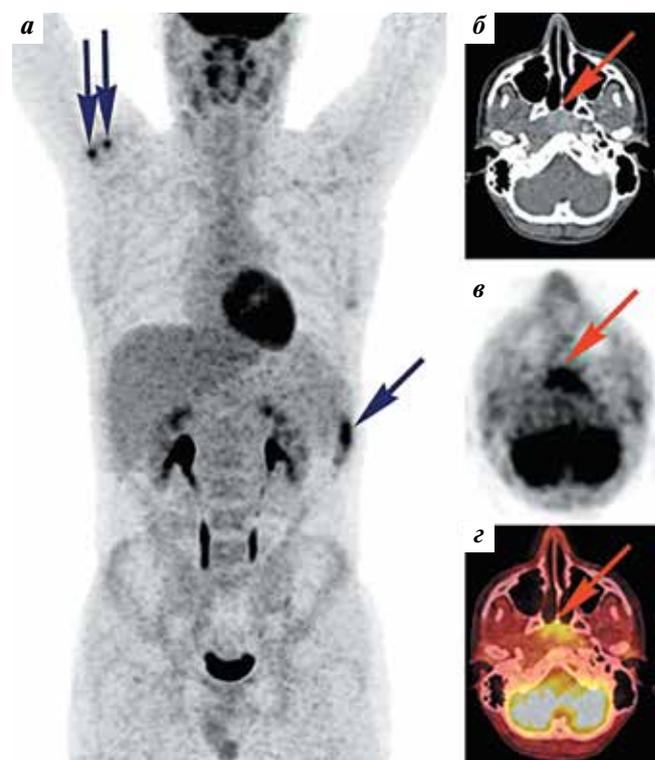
Пациент Ч. Состояние после 6 курсов химиотерапии цисплатином и доцетакселом, терапии бисфосфонатами: а – позитронная эмиссионная томография (ПЭТ), проекция максимальной интенсивности (maximum intensity projection), фронтальная плоскость. Значительное уменьшение размеров очагов и уровня патологического накопления ^{18}F -фтордезоксиглюкозы в регионарных лимфатических узлах, костях и паракостальных мягких тканях (синие стрелки), свидетельствующее о снижении метаболической активности метастазов; б–г – аксиальные срезы опухоли в носоглотке (красные стрелки), положительная динамика: б – компьютерная томография с внутривенным контрастированием; в – ПЭТ; г – ПЭТ, совмещенная с компьютерной томографией
